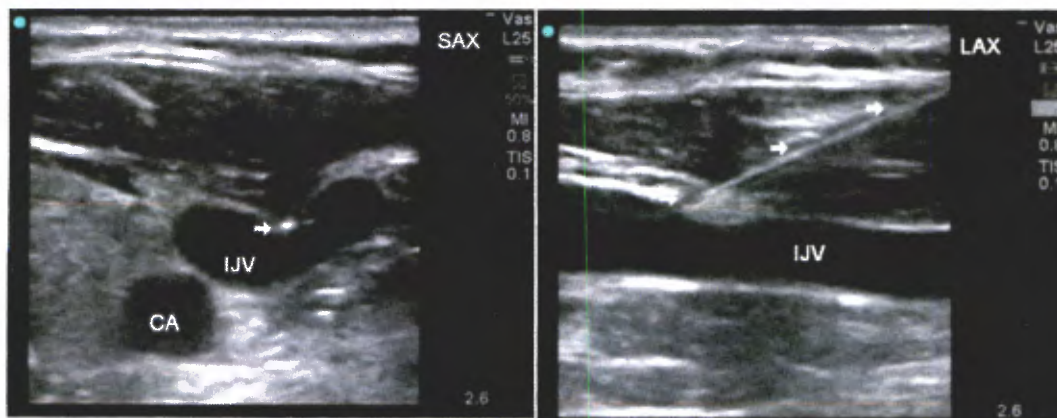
Imagen ultrasonográfica bidimensional del abordaje transverso (izquierda) y del abordaje longitudinal (derecha) de la vena yugular interna (IJV = Vena yugular interna. CA = Arteria carótida común)
